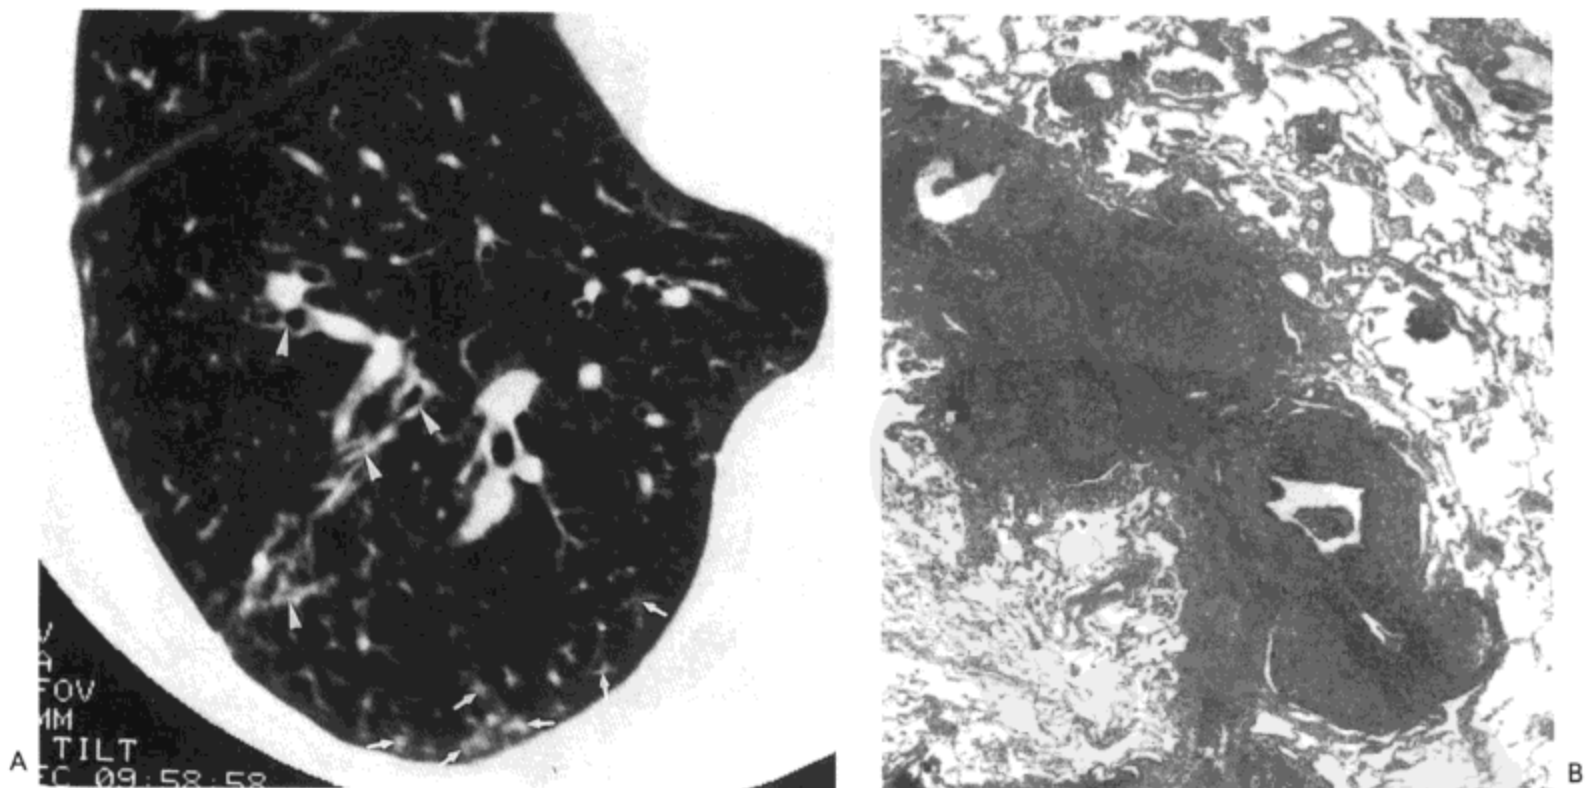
类风湿病-滤泡性细支气管炎。A: 高分辨率CT影像显示小叶中心性结节(箭号)与支气管壁增厚(箭头)。B: 光镜显微照像示由于淋巴细胞浸润,局部伴有生发中心形成(箭号)使膜性细支气管壁明显增厚(感谢日本Hamamatsu, Hamamatsu医科大学的Kingo Chida医生提供。)
